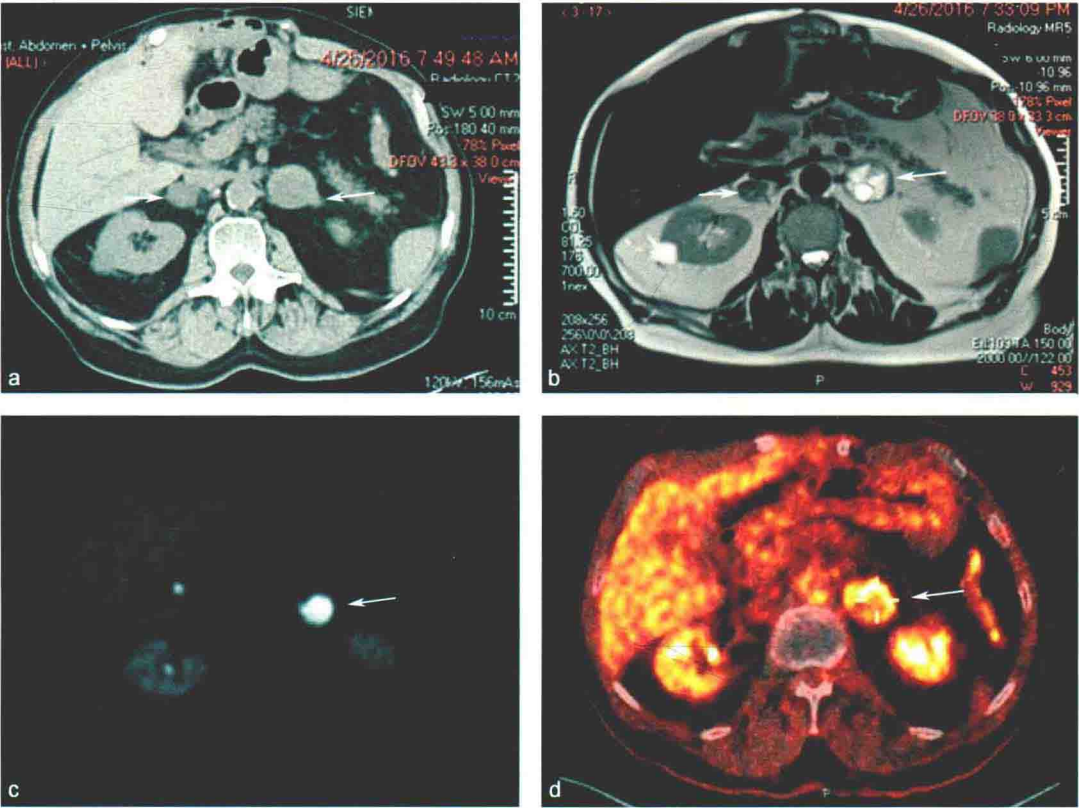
多模式成像结果发现双侧肾上腺肿瘤患者,常伴有 1 型多发性内分泌肿瘤和生化证实的嗜铬细胞瘤。a. CT 显示双侧肾上腺肿瘤,右肾上腺肿瘤的 CT 值低于左肾上腺肿瘤;b. 磁共振成像显示双侧肾上腺肿块,但左侧肾上腺肿块在 T2 加权像上显影增强,提示嗜铬细胞瘤可能;c. F-¹⁸F DOPA 显像仅在左肾上腺显示摄取,提示嗜铬细胞瘤可能;d. ¹⁸F-FDG PET/CT 显示左肾上腺摄取增加,右肾上腺肿块则不明显,提示左肾上腺嗜铬细胞瘤可能
